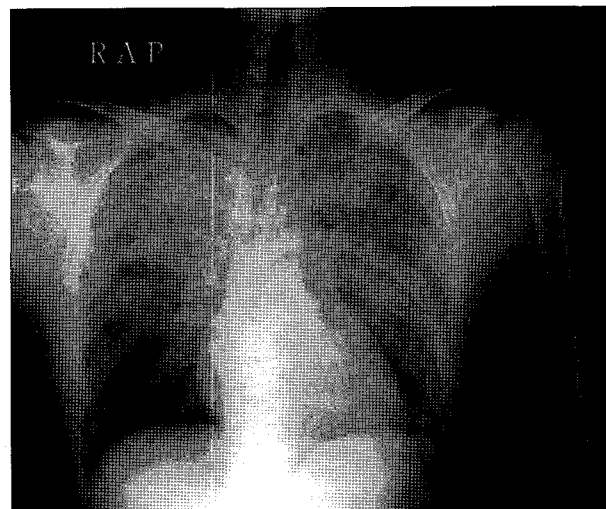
Immediate post-extubation chest X-ray shows severe diffuse infiltration in both lung fields.
